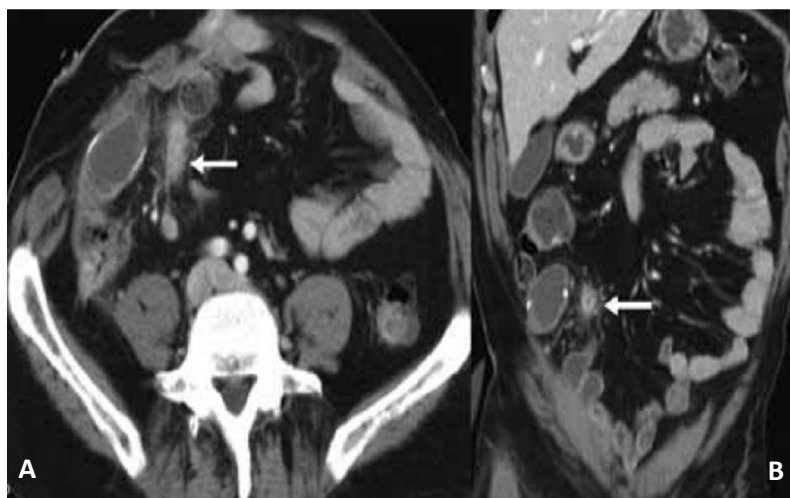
Tomografía computarizada en corte axial (A) y coronal (B) de una estenosis en la anastomosis uréterointestinal (flechas), de morfología irregular, hipercaptante con vasos prominentes alrededor. ⁽⁵⁷⁾
